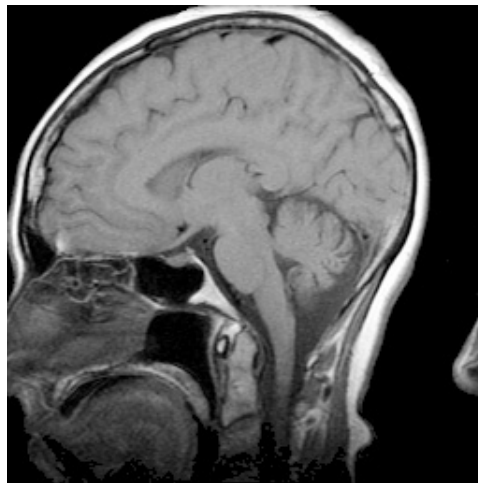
En la imagen, la nariz se extiende por fuera del FOV sobre la izquierda, y su posición en la imagen está enroscada apareciendo del lado derecho. En términos de frecuencia y tasa de digitalización, la nariz se ubica en una posición que posee una frecuencia de resonancia mayor que la tasa de digitalización. Imagen tomada de <https://www.cis.rit.edu/htbooks/mri/chap-11/k10-1.htm>.
